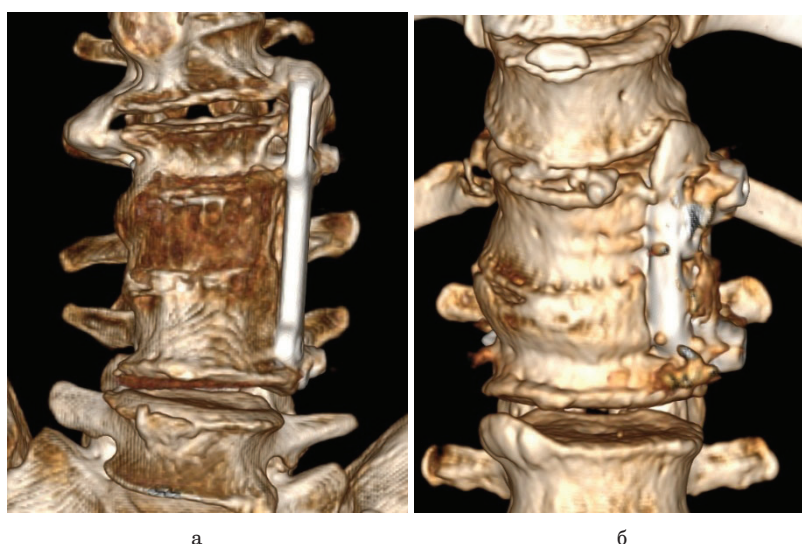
КТ-реконструкции в режиме 3D при контрольном осмотре после переднего спондилодеза: а – формирование анкилоза как в области верхнего края пластины, так и на противоположной стороне; б – формирование остеофитов в области верхнего края пластины без полного анкилозирования
